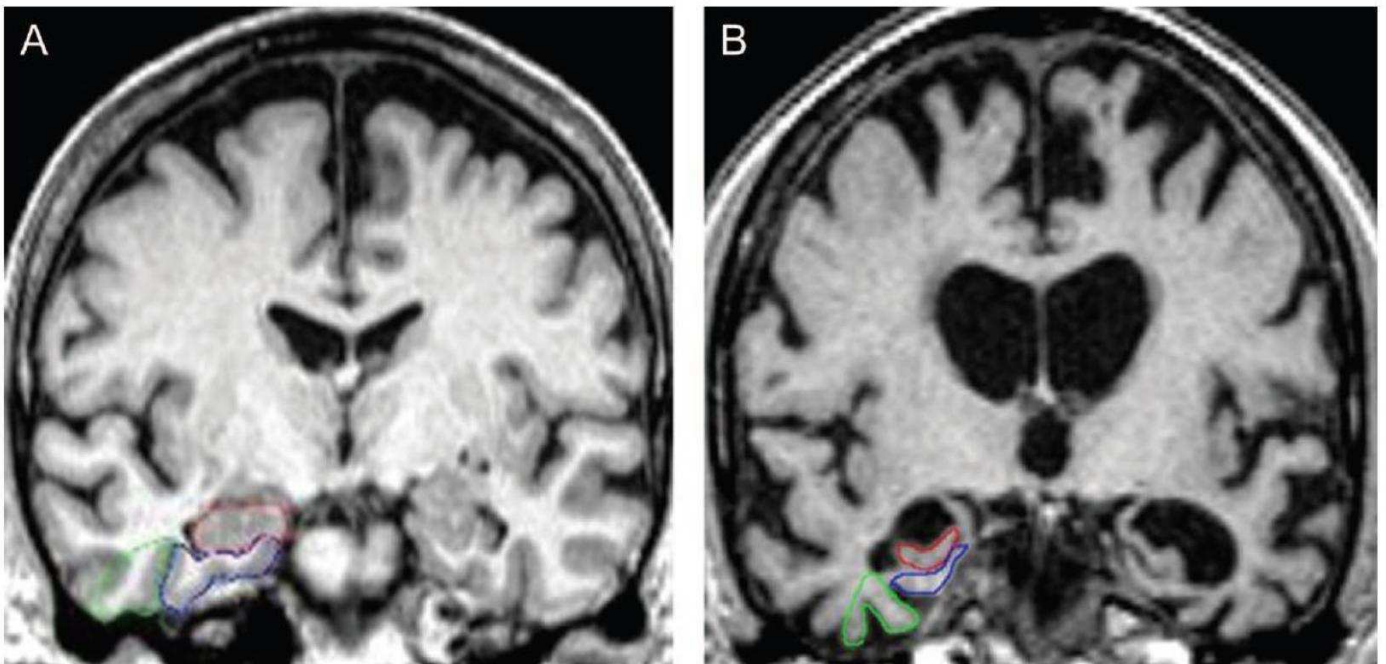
Atrophie du cerveau observée par IRM dans la MA
